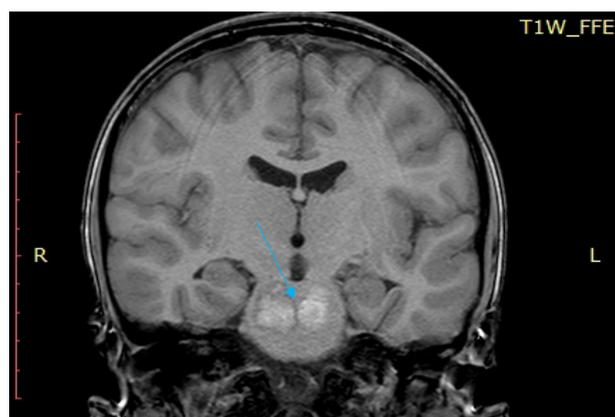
МРТ с контрастным усилением от 10.05.2022.
